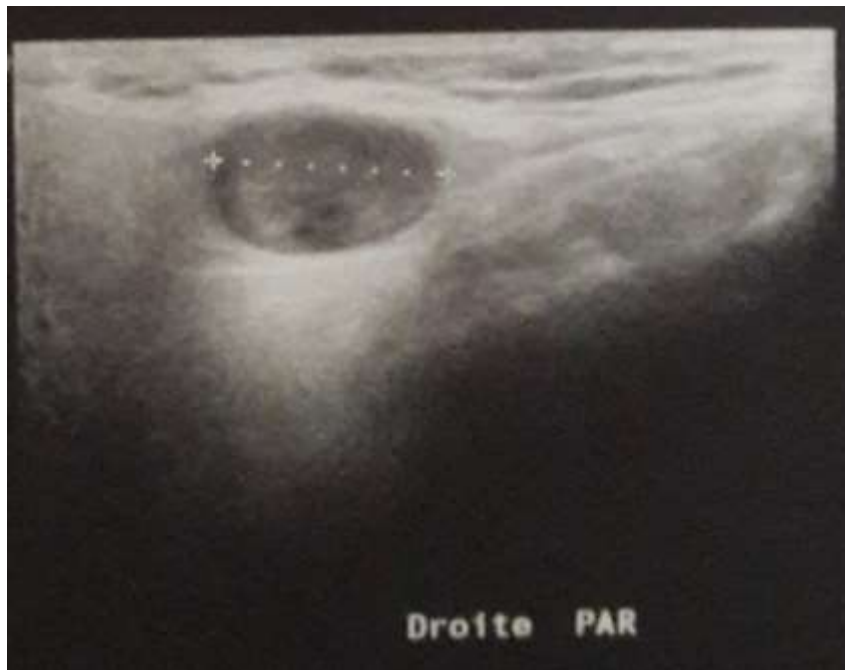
Image échographique d'une tumeur parotidienne bénigne :
